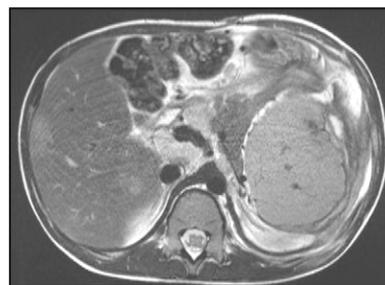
RM corte axial: hepatoesplenomegalia de aspecto nodular.
